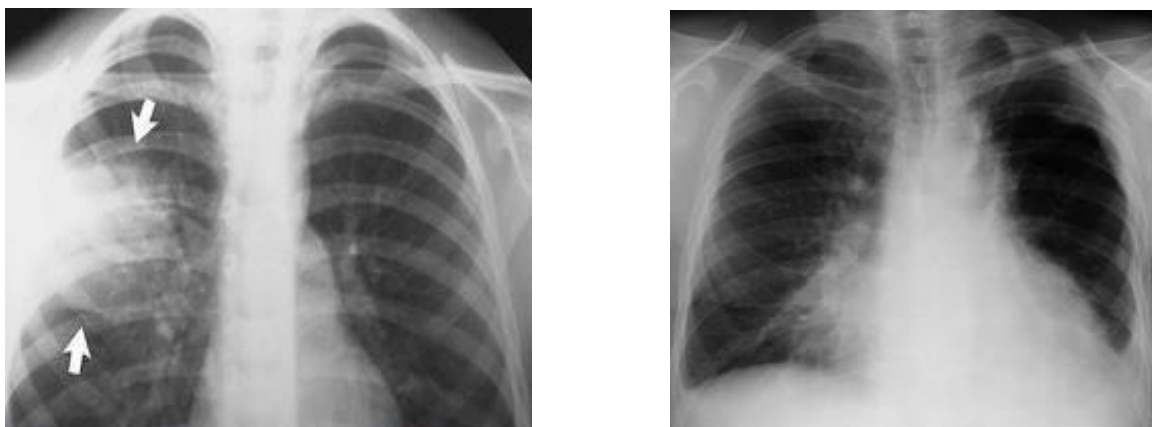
Рентгенограмма легких ребенка Н., 1 г. при поступлении и на 10 день лечения
